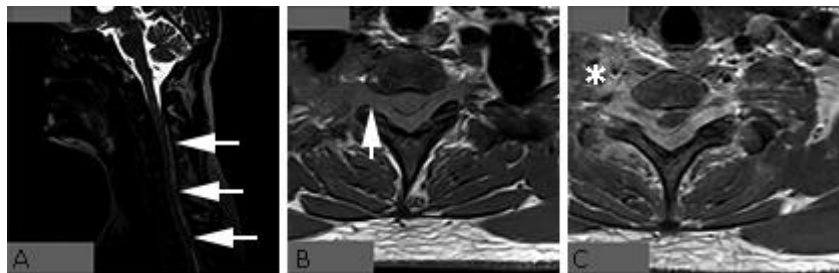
Imágenes por resonancia magnética de columna cervical. A). Secuencia de T2 sagital donde se evidencia el efecto de masa que la lesión produce sobre el cordón medular. B). Secuencia de T1 axial que demuestra la presencia de lesión en ambos agujeros de conjunción, a predominio derecho (flecha). C). Secuencia de T1 axial con gadolinio donde se evidencia el realce intenso del contraste y la infiltración de la musculatura paravertebral (asterisco).
